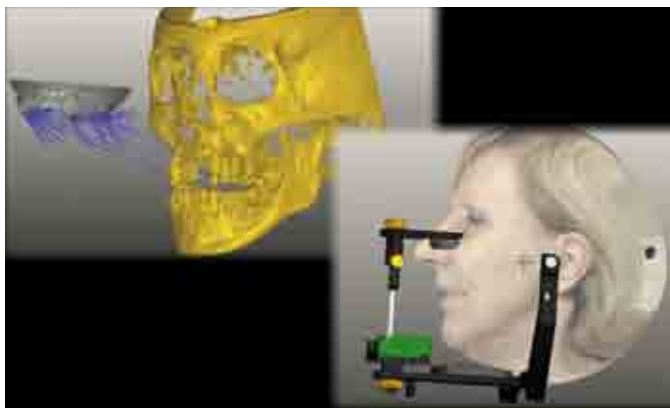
Matching tra modelli con TAC e successivamente con viso e articolatore del paziente
